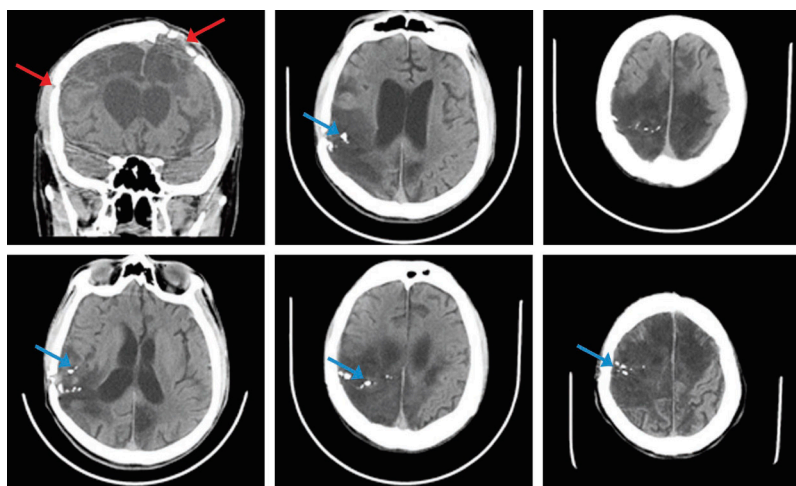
Стандартный КТ-снимок, демонстрирующий очень крупную зону энцефаломалиции в лобной и теменной областях, преобладающую справа; компенсаторное расширение желудочка и костные фрагменты в нескольких участках очага повреждения (стрелки синего цвета). Также показаны точки входа и выхода пули (стрелки красного цвета)
